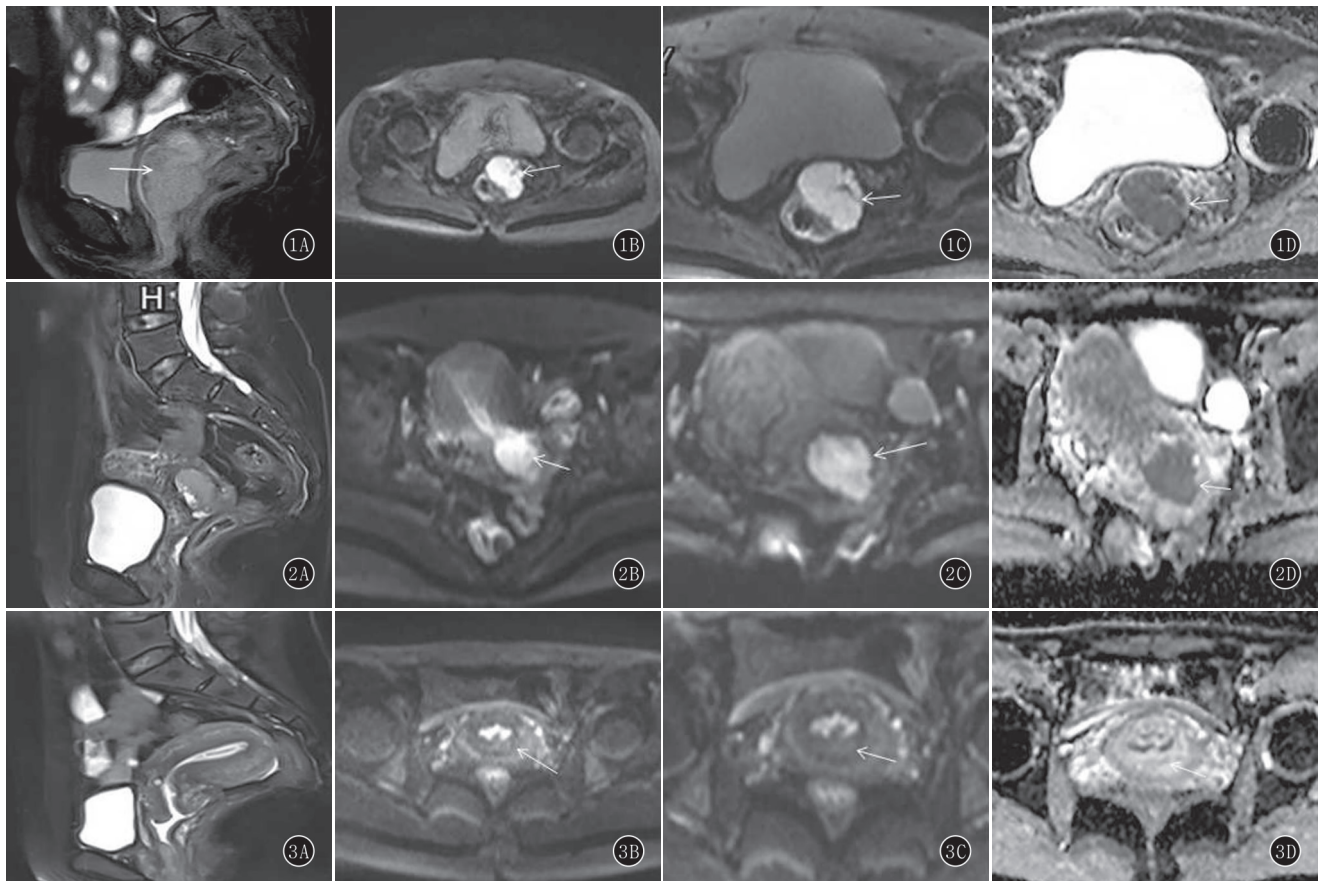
~D 女, 68 岁, 低分化宫颈鳞癌。宫颈病灶短时反转恢复/DWI 序列呈高信号(箭); B. f-FOV DWI 序列, 其 ADC 值为 $0.793 \times 10^{-3} \text{mm}^2/\text{s}$; C. r-FOV DWI 序列, 其 ADC 值为 $0.687 \times 10^{-3} \text{mm}^2/\text{s}$; D. r-FOV DWI 的 ADC 图像, 病灶呈低信号 图 2A~D 女, 46 岁, 中分化宫颈鳞癌。宫颈病灶短时反转恢复/DWI 序列呈高信号(箭); B. f-FOV DWI 序列, 其 ADC 值为 $0.906 \times 10^{-3} \text{mm}^2/\text{s}$; C. r-FOV DWI 序列, 其 ADC 值为 $0.890 \times 10^{-3} \text{mm}^2/\text{s}$; D. r-FOV DWI 的 ADC 图像, 病灶呈低信号 图 3A~D 女, 40 岁, 高分化宫颈鳞癌。宫颈病灶短时反转恢复/DWI 序列呈高信号(箭); B. f-FOV DWI 序列, 其 ADC 值为 $1.618 \times 10^{-3} \text{mm}^2/\text{s}$; C. r-FOV DWI 序列, 其 ADC 值为 $1.462 \times 10^{-3} \text{mm}^2/\text{s}$; D. r-FOV DWI 的 ADC 图像, 病灶呈稍低信号
